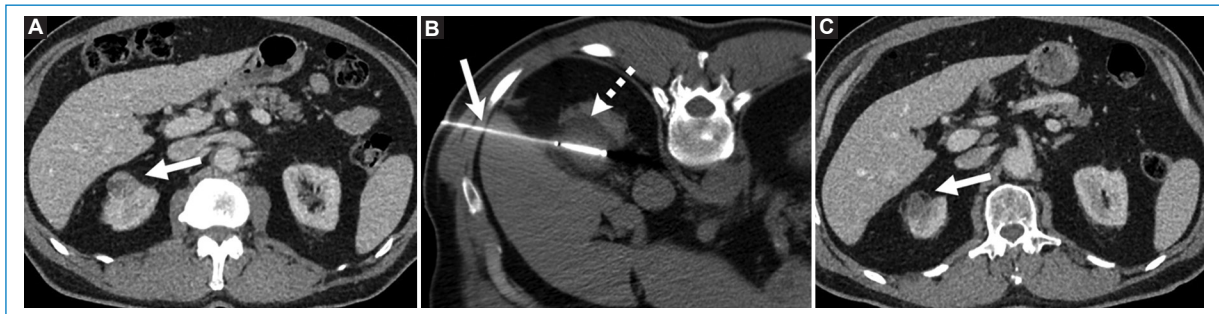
Hombre de 57 años con diagnóstico de carcinoma de células renales en plan terapéutico con contraindicaciones quirúrgicas. (A) Tomografía computada (TC) con contraste endovenoso en fase portal que muestra lesión nodular en polo superior del riñón derecho (flecha). (B) Crioablación renal bajo TC con paciente en decúbito ventral. La aguja de crioablación fue colocada en forma transhepática (flecha), nótese la esfera de hielo como área hipodensa cubriendo el polo superior del riñón correspondiente (flecha rayada). (C) TC con contraste endovenoso en fase portal 6 meses postratamiento que muestra disminución de tamaño de la lesión tratada sin realce, denotando tratamiento exitoso (flecha).
